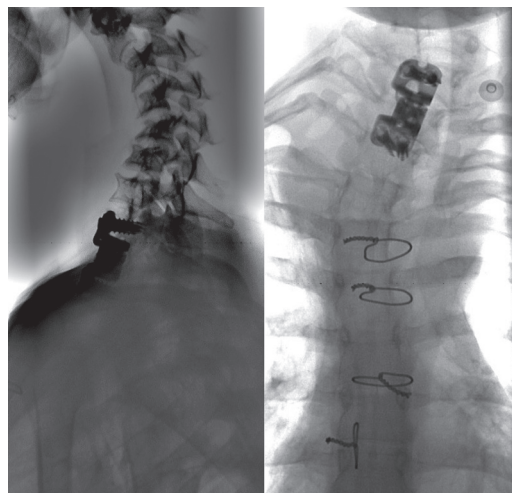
Контрольные рентгенограммы после операции
